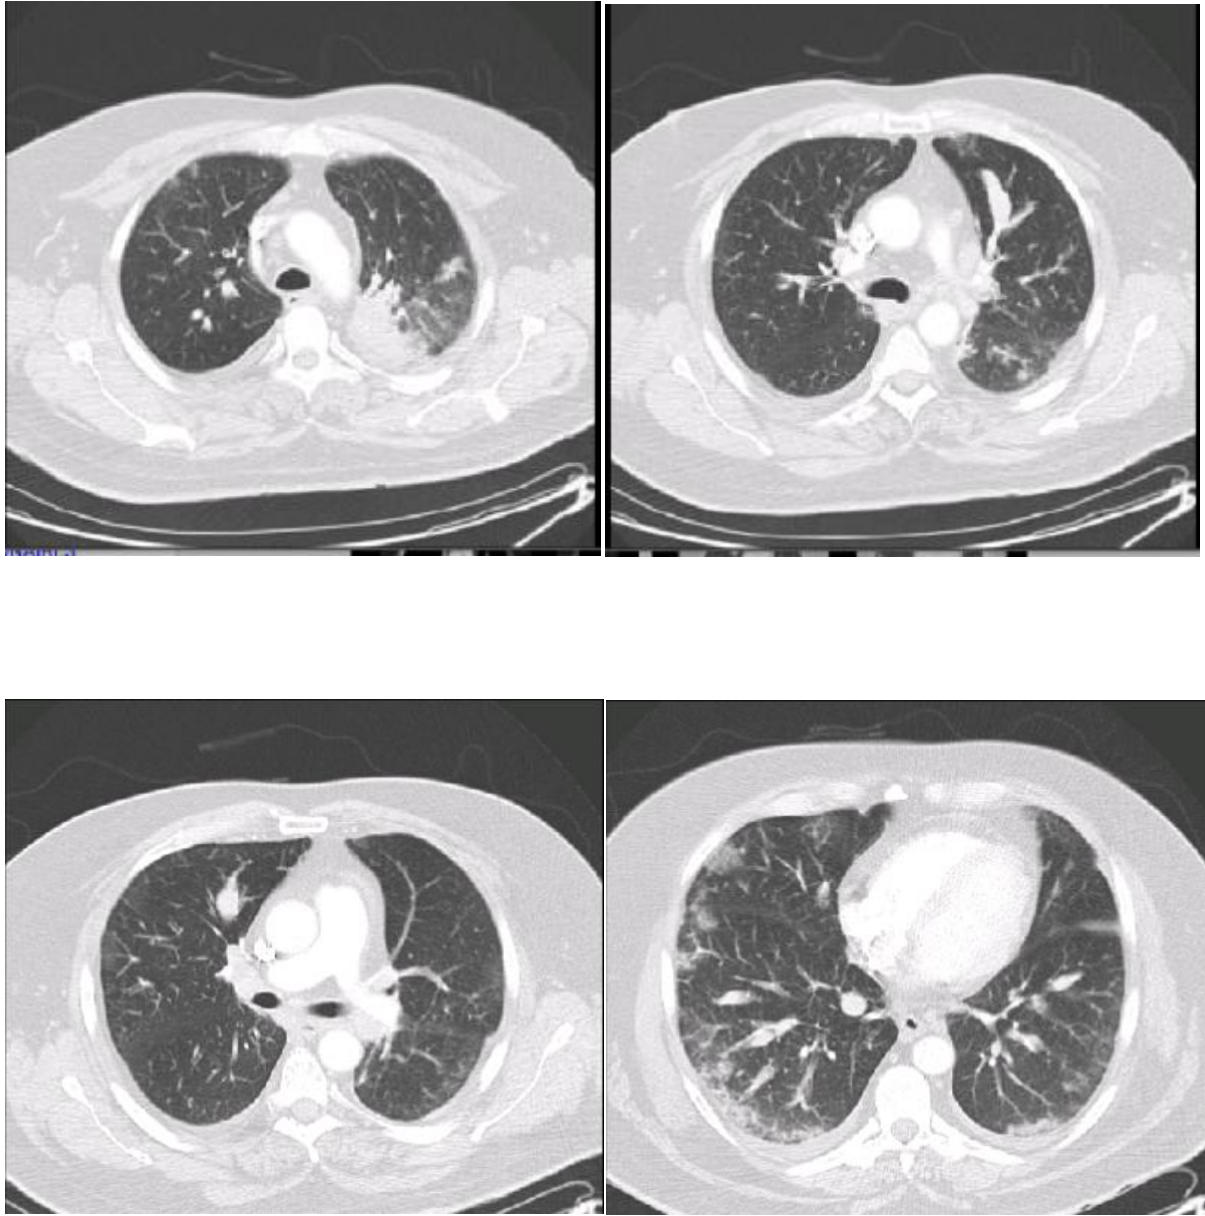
TDM coupe axiale :aspect d'aspergillose broncho-pulmonaire allergique [90]
